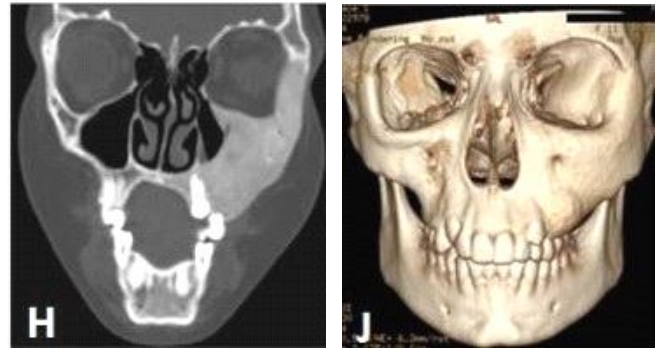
КТ лицевого скелету пацієнтки. Спостерігаємо деформацію лівої верхньощелепної та виличної кісток, неповну облітерацію лівої гайморової пазухи
